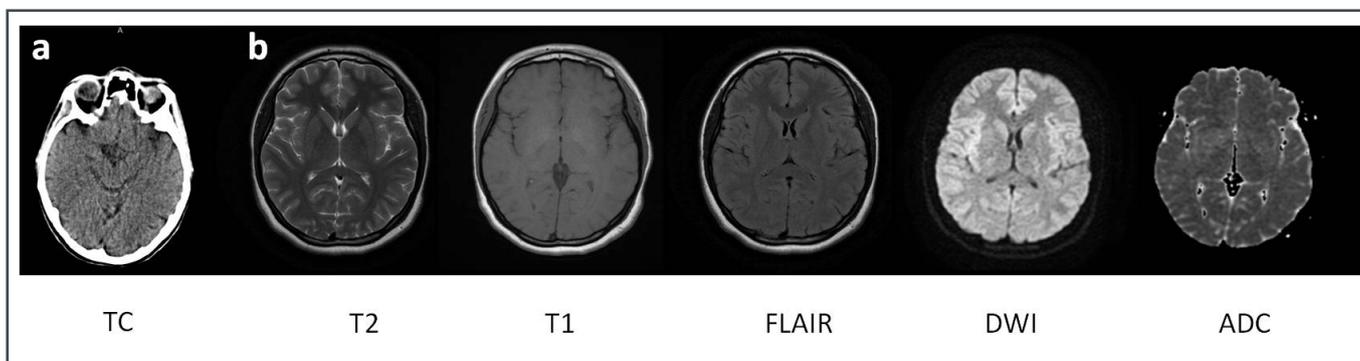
a) TC encefalo e (b) RM encefalo: nella norma.
